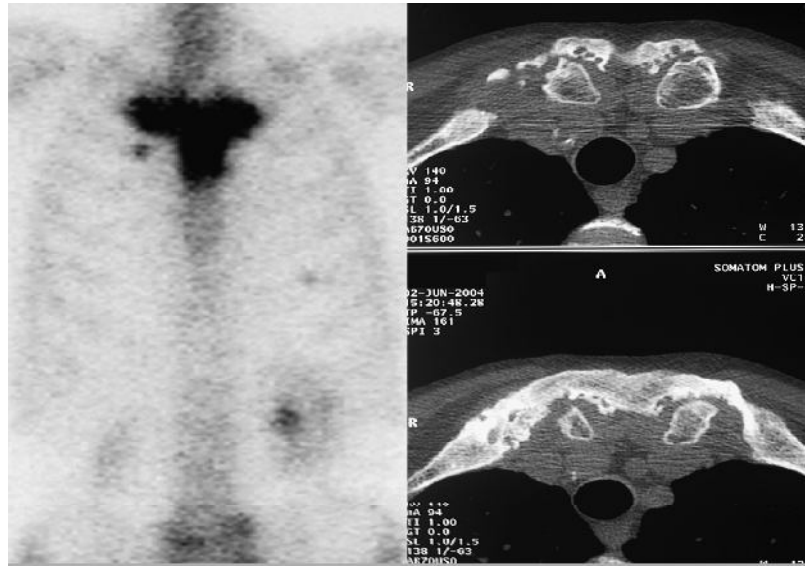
A la scintigraphie "signe de la tête de taureau" (à gauche) et à la TDM des images axiales (à droite) montrant le changement érosif sterno-claviculaire bilatérale avec hyperostose sterno-costale. ^[15]
